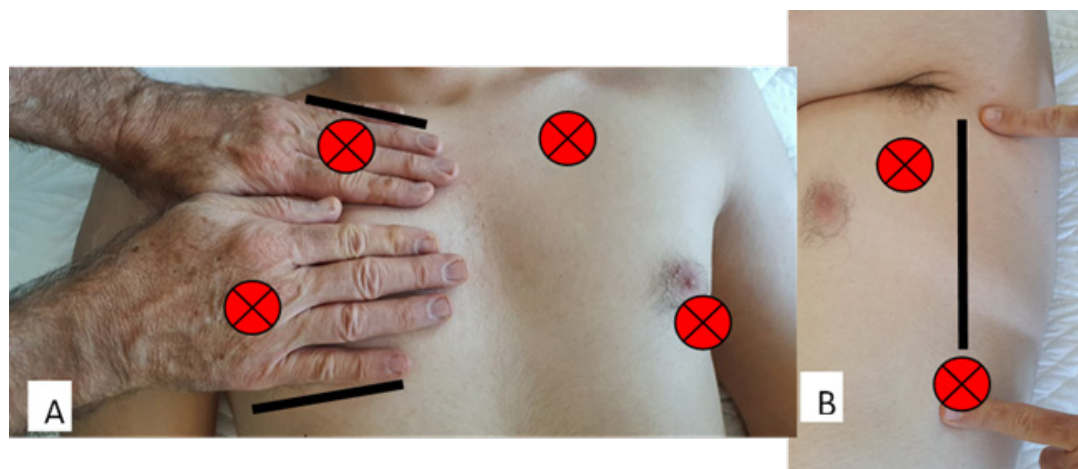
Representação esquemática do protocolo BLUE (Bed Side Lung Ultrasound in Emergency). A) Análise do tórax anterior; B) Análise da região lateral utilizando a linha axilar posterior como referência.
